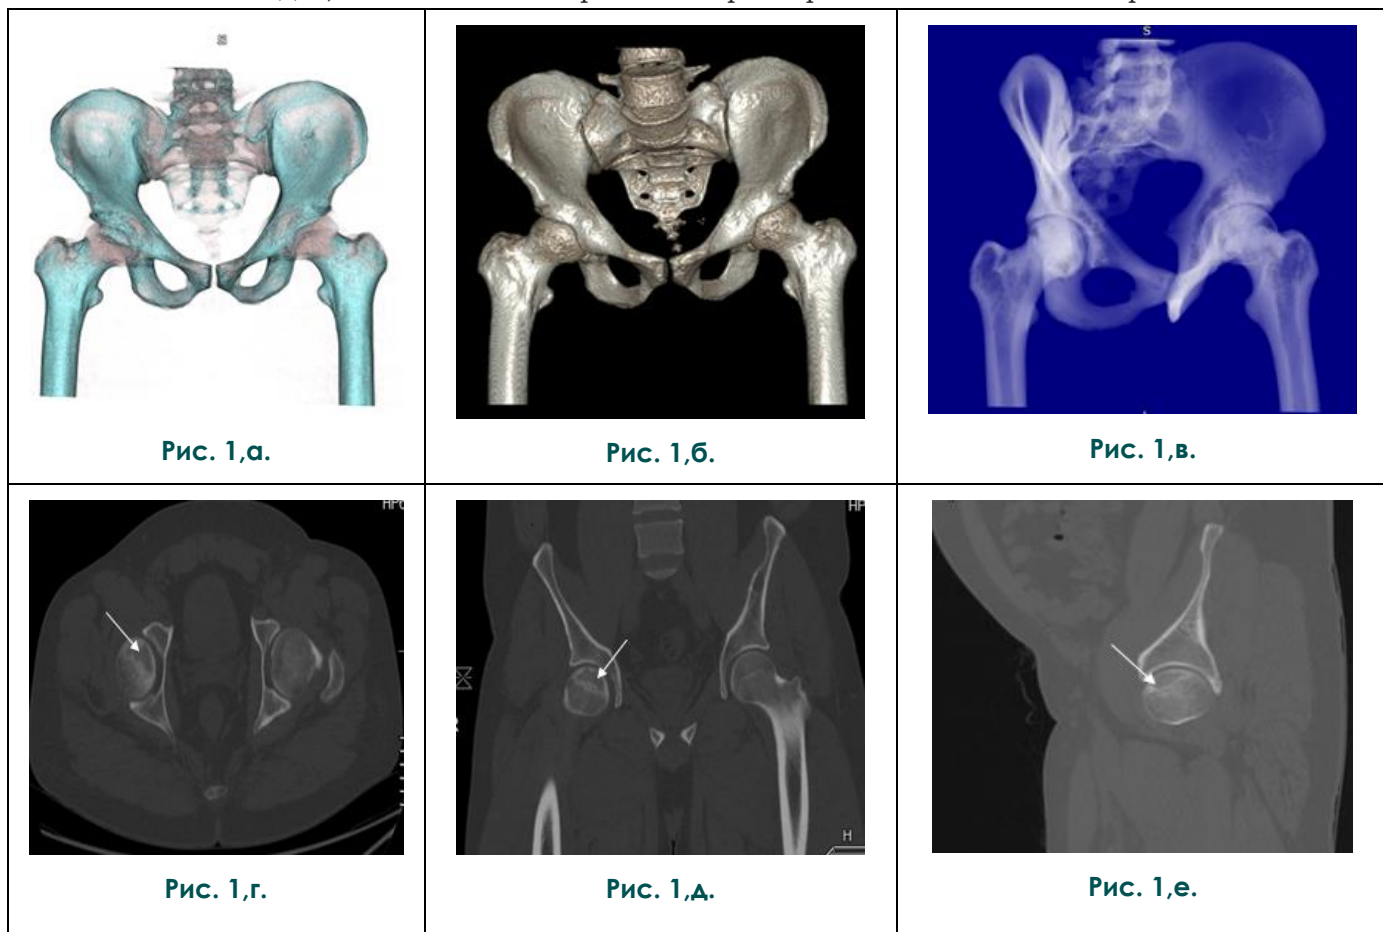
МСКТ. 3D (а,б,в), аксиальная (г), корональная (д), сагиттальная (е) реконструкции.
